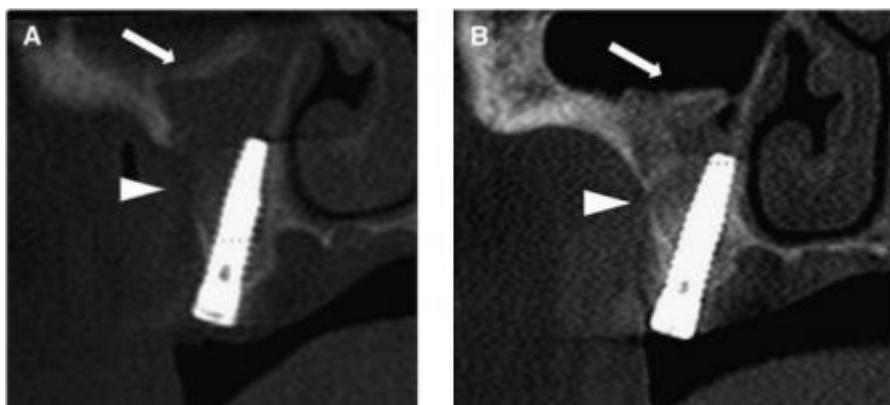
a) Tomografia inicial mostrando janela óssea empurrada para dentro do seio maxilar, formando novo “teto”. b) Tomografia após 6 meses mostrando o fechamento da parede lateral do seio e formação óssea (FONTE: Borges *et al.* 2011)
